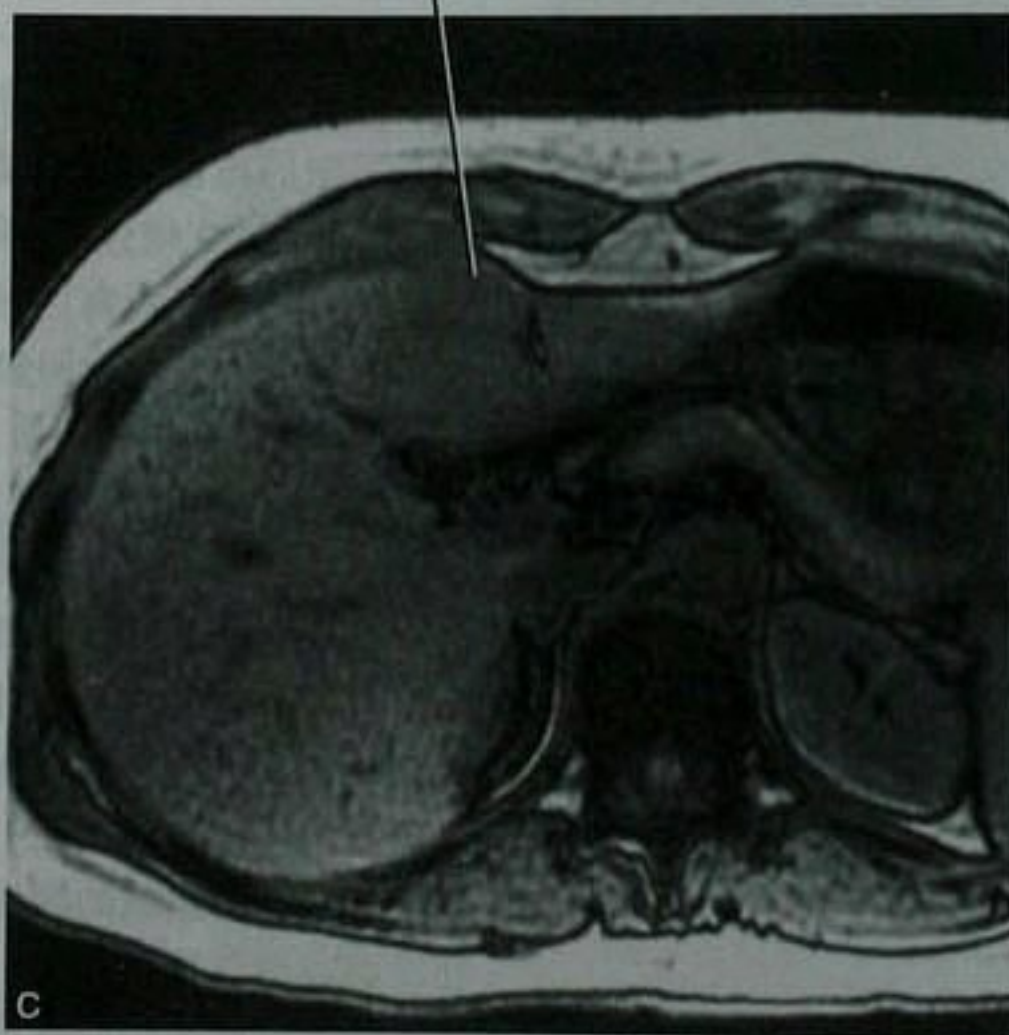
年轻女性肝IV段灌注异常的肝脏轴位门脉期增强 MRI(A)、同相位 MRI(B) 和反相位 MRI(C) 图像。B 和 C 为 A 之后两年的图像
